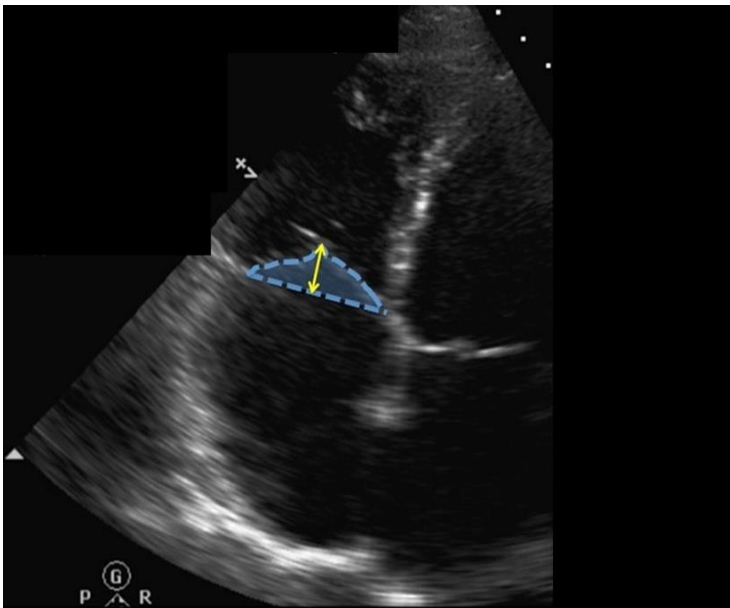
Procedimiento de medida de la altura del tenting. Se debe obtener desde un plano apical 4 cámaras enfocado en el VD en telesístole. El área de tenting está representada con el sombreado azul, la altura de tenting está representada con la línea amarilla.
